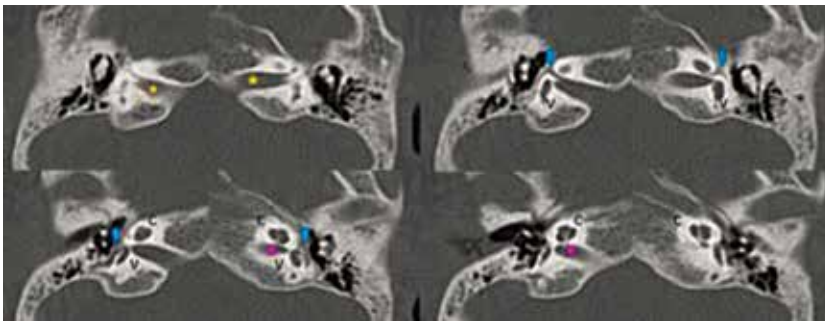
Tomografía computada, cortes axiales, ventana ósea. Estrella: CONDUCTO AUDITIVO INTERNO (diámetro: 4,18 mm -oído derecho- / 4,10 mm -oído izquierdo-). Flecha azul: NERVIO FACIAL. Flecha rosa: CANAL DEL NERVIO COCLEAR (Diámetro: 0,94 mm -ambos oídos-). C: Cóclea. V: Vestíbulo.
